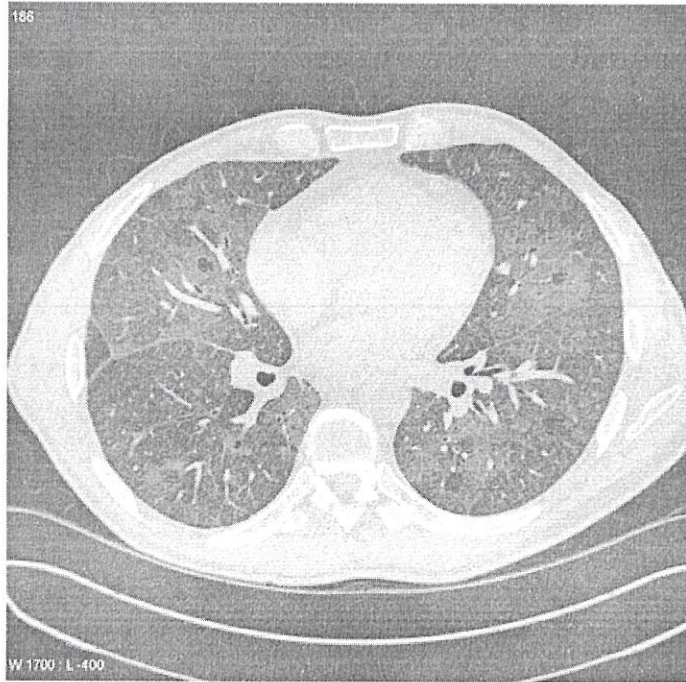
На аксиальном срезе КТ определяются центрилобулярные легочные узелки и сливающиеся уплотнения по типу матового стекла, что типично для интерстициального поражения легких с респираторным бронхиолитом (РБ/ИПЛ). [Источник: Case courtesy of Assoc Prof Frank Gai
